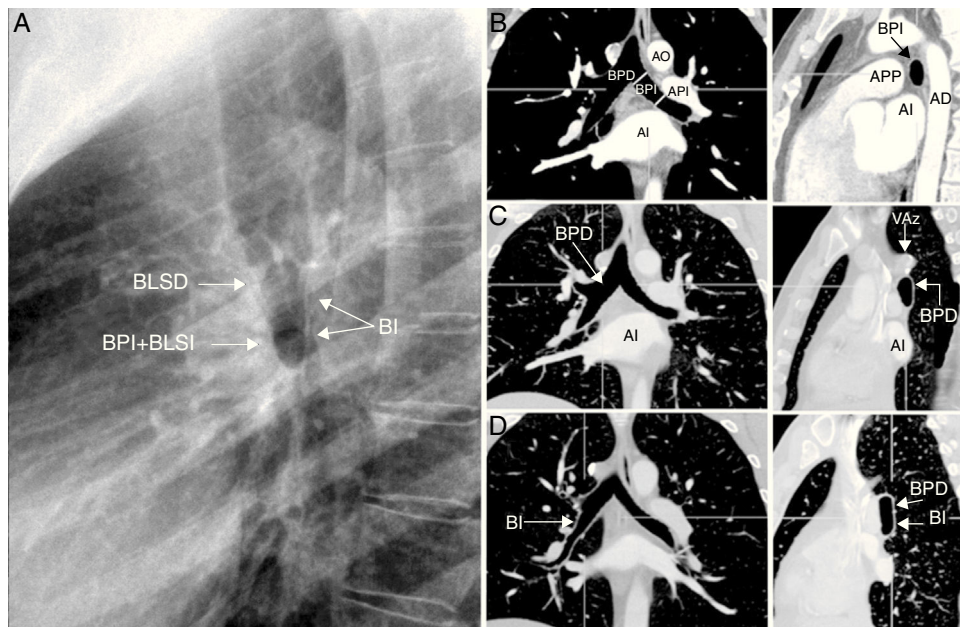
Bronquios. A) Radiografía lateral (RL) de tórax a la altura hiliar. Círculo radiotransparente formado por los bronquios principal izquierdo y el del lóbulo superior izquierdo (BPI + BLSI). Por encima, algo más denso, el orificio del bronquio del lóbulo superior derecho (BLSD). La línea vertical fina que cruza el BPI corresponde a la pared posterior del bronquio intermediario (BI). B) Reconstrucción de tomografía computarizada (TC) de máxima intensidad de proyección (MIP) en planos coronal y sagital al nivel del BPI. C) Reconstrucción de TC MIP en planos coronal y sagital al nivel del bronquio principal derecho (BPD). D) Reconstrucción de TC MIP en planos coronal y sagital al nivel del BI. Pared posterior del BI.
